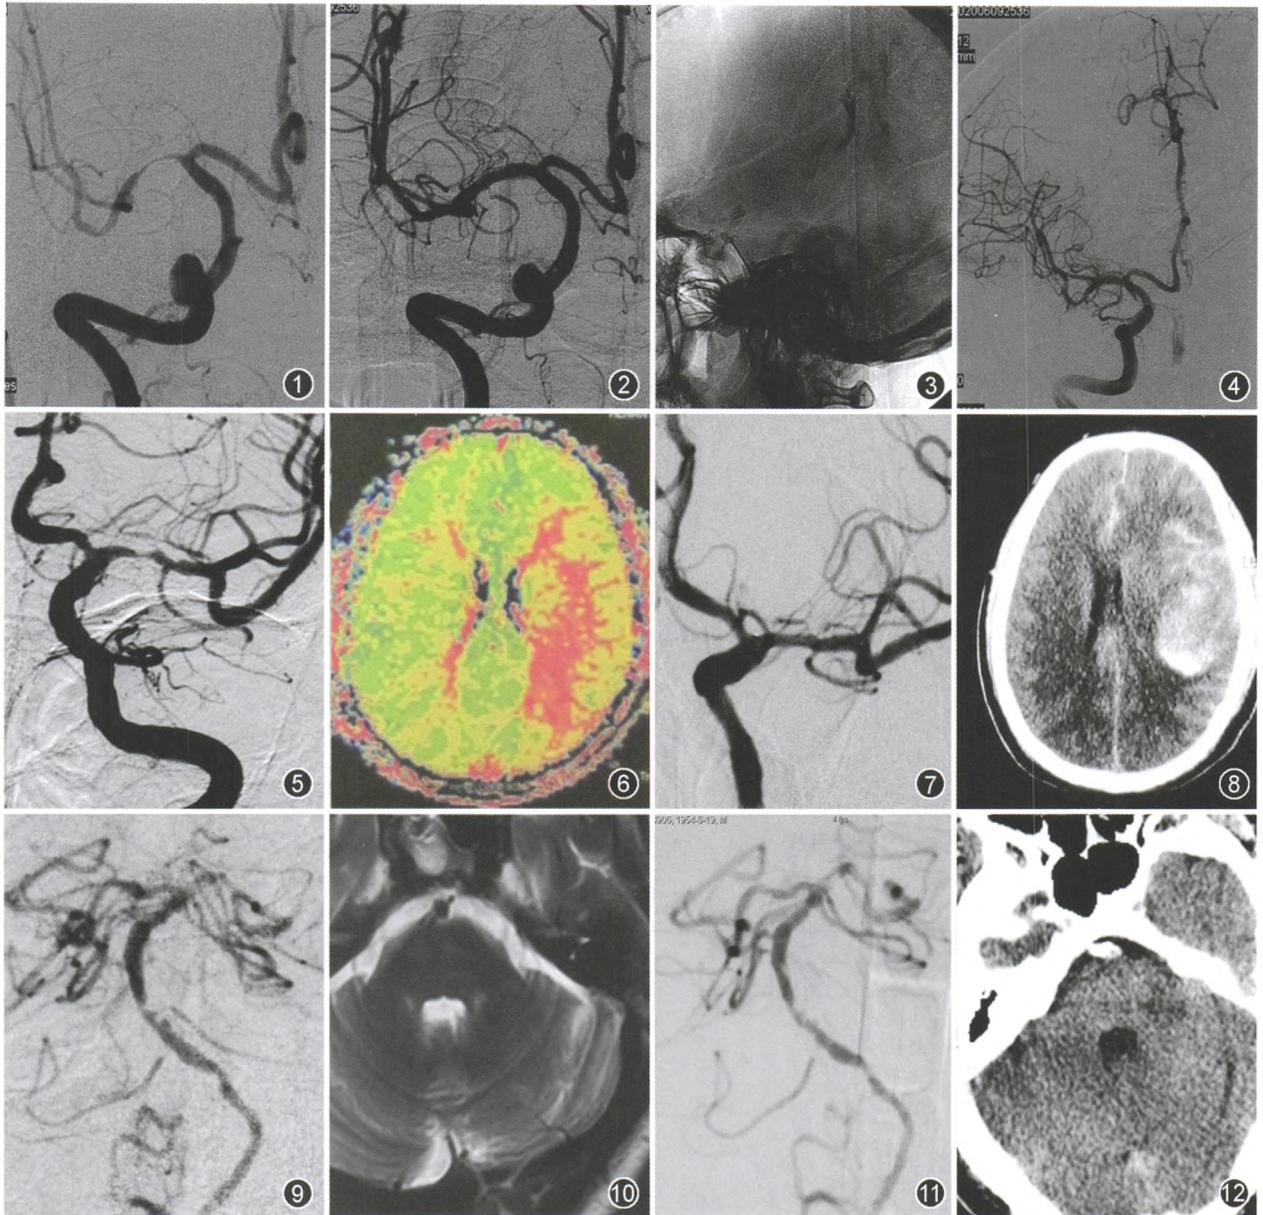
~4 女性,58 岁,发作性左侧肢体无力 1 周。DSA 示:右侧大脑中动脉重度、长节段狭窄合并路径迂曲(图 1); Wingspan 支架成功释放(图 2);透视下见对比剂滞留外溢,但没有形成血肿,出血部位为支架释放过程中导丝头端放置位置(图 3);立即中和肝素,观察 30 min 出血停止(图 4) 图 5~8 男性,47 岁,失语伴右侧肢体无力 3 周。DSA 示:左侧大脑中动脉局限性重度狭窄(图 5);灌注加权成像示:左侧半球灌注失代偿表现(图 6); Wingspan 支架成形术后狭窄明显改善(图 7);术后复查 CT 见脑内出血伴明显脑肿胀(图 8) 图 9~12 男性,68 岁,右侧肢体无力半年,头晕伴复视 1 周。DSA 示:基底动脉中下段、椎基底动脉汇合处重度狭窄,脑桥分支开口也狭窄明显(图 9); T₂WI 示桥脑未见明显梗塞(图 10); Gateway 球囊扩张后,基底动脉中下段狭窄明显减轻,但左侧小脑前下动脉不再显影(图 11);术后患者出现右侧肢体共济失调,复查 CT 示:左侧脑桥臂边缘欠清、新发急性梗塞(图 12)
